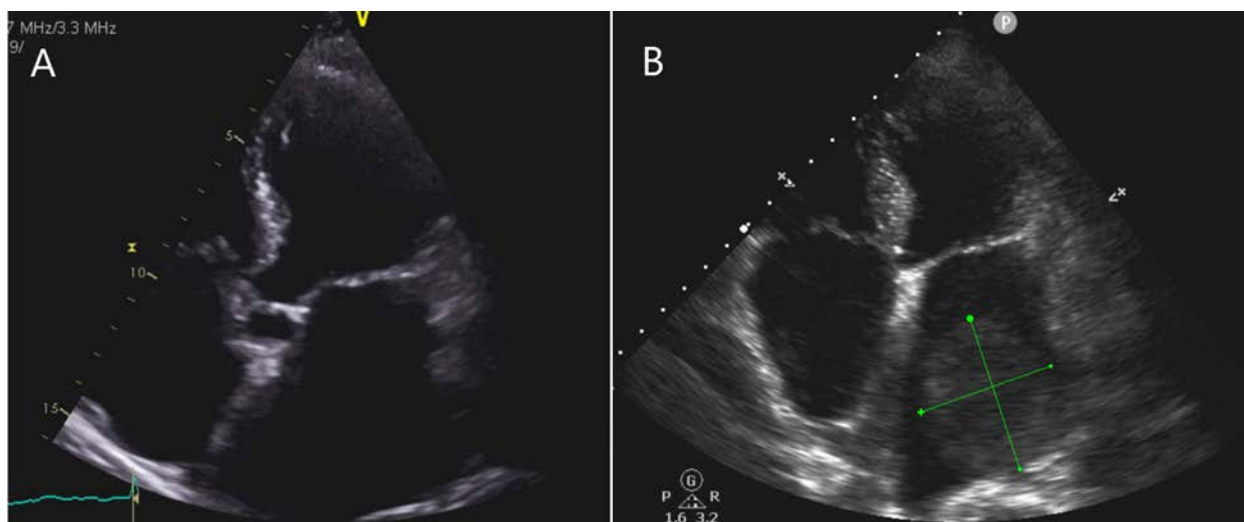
Ecocardiograma transtorácico (ETT), plano 4 cámaras. A) ETT realizado 3 meses antes del ingreso que muestra aurícula izquierda dilatada, signos degenerativos valvulares sin valvulopatía significativa y ausencia de masas. B) Imagen del ingreso actual mostrando una masa de aspecto esférico en aurícula izquierda.
